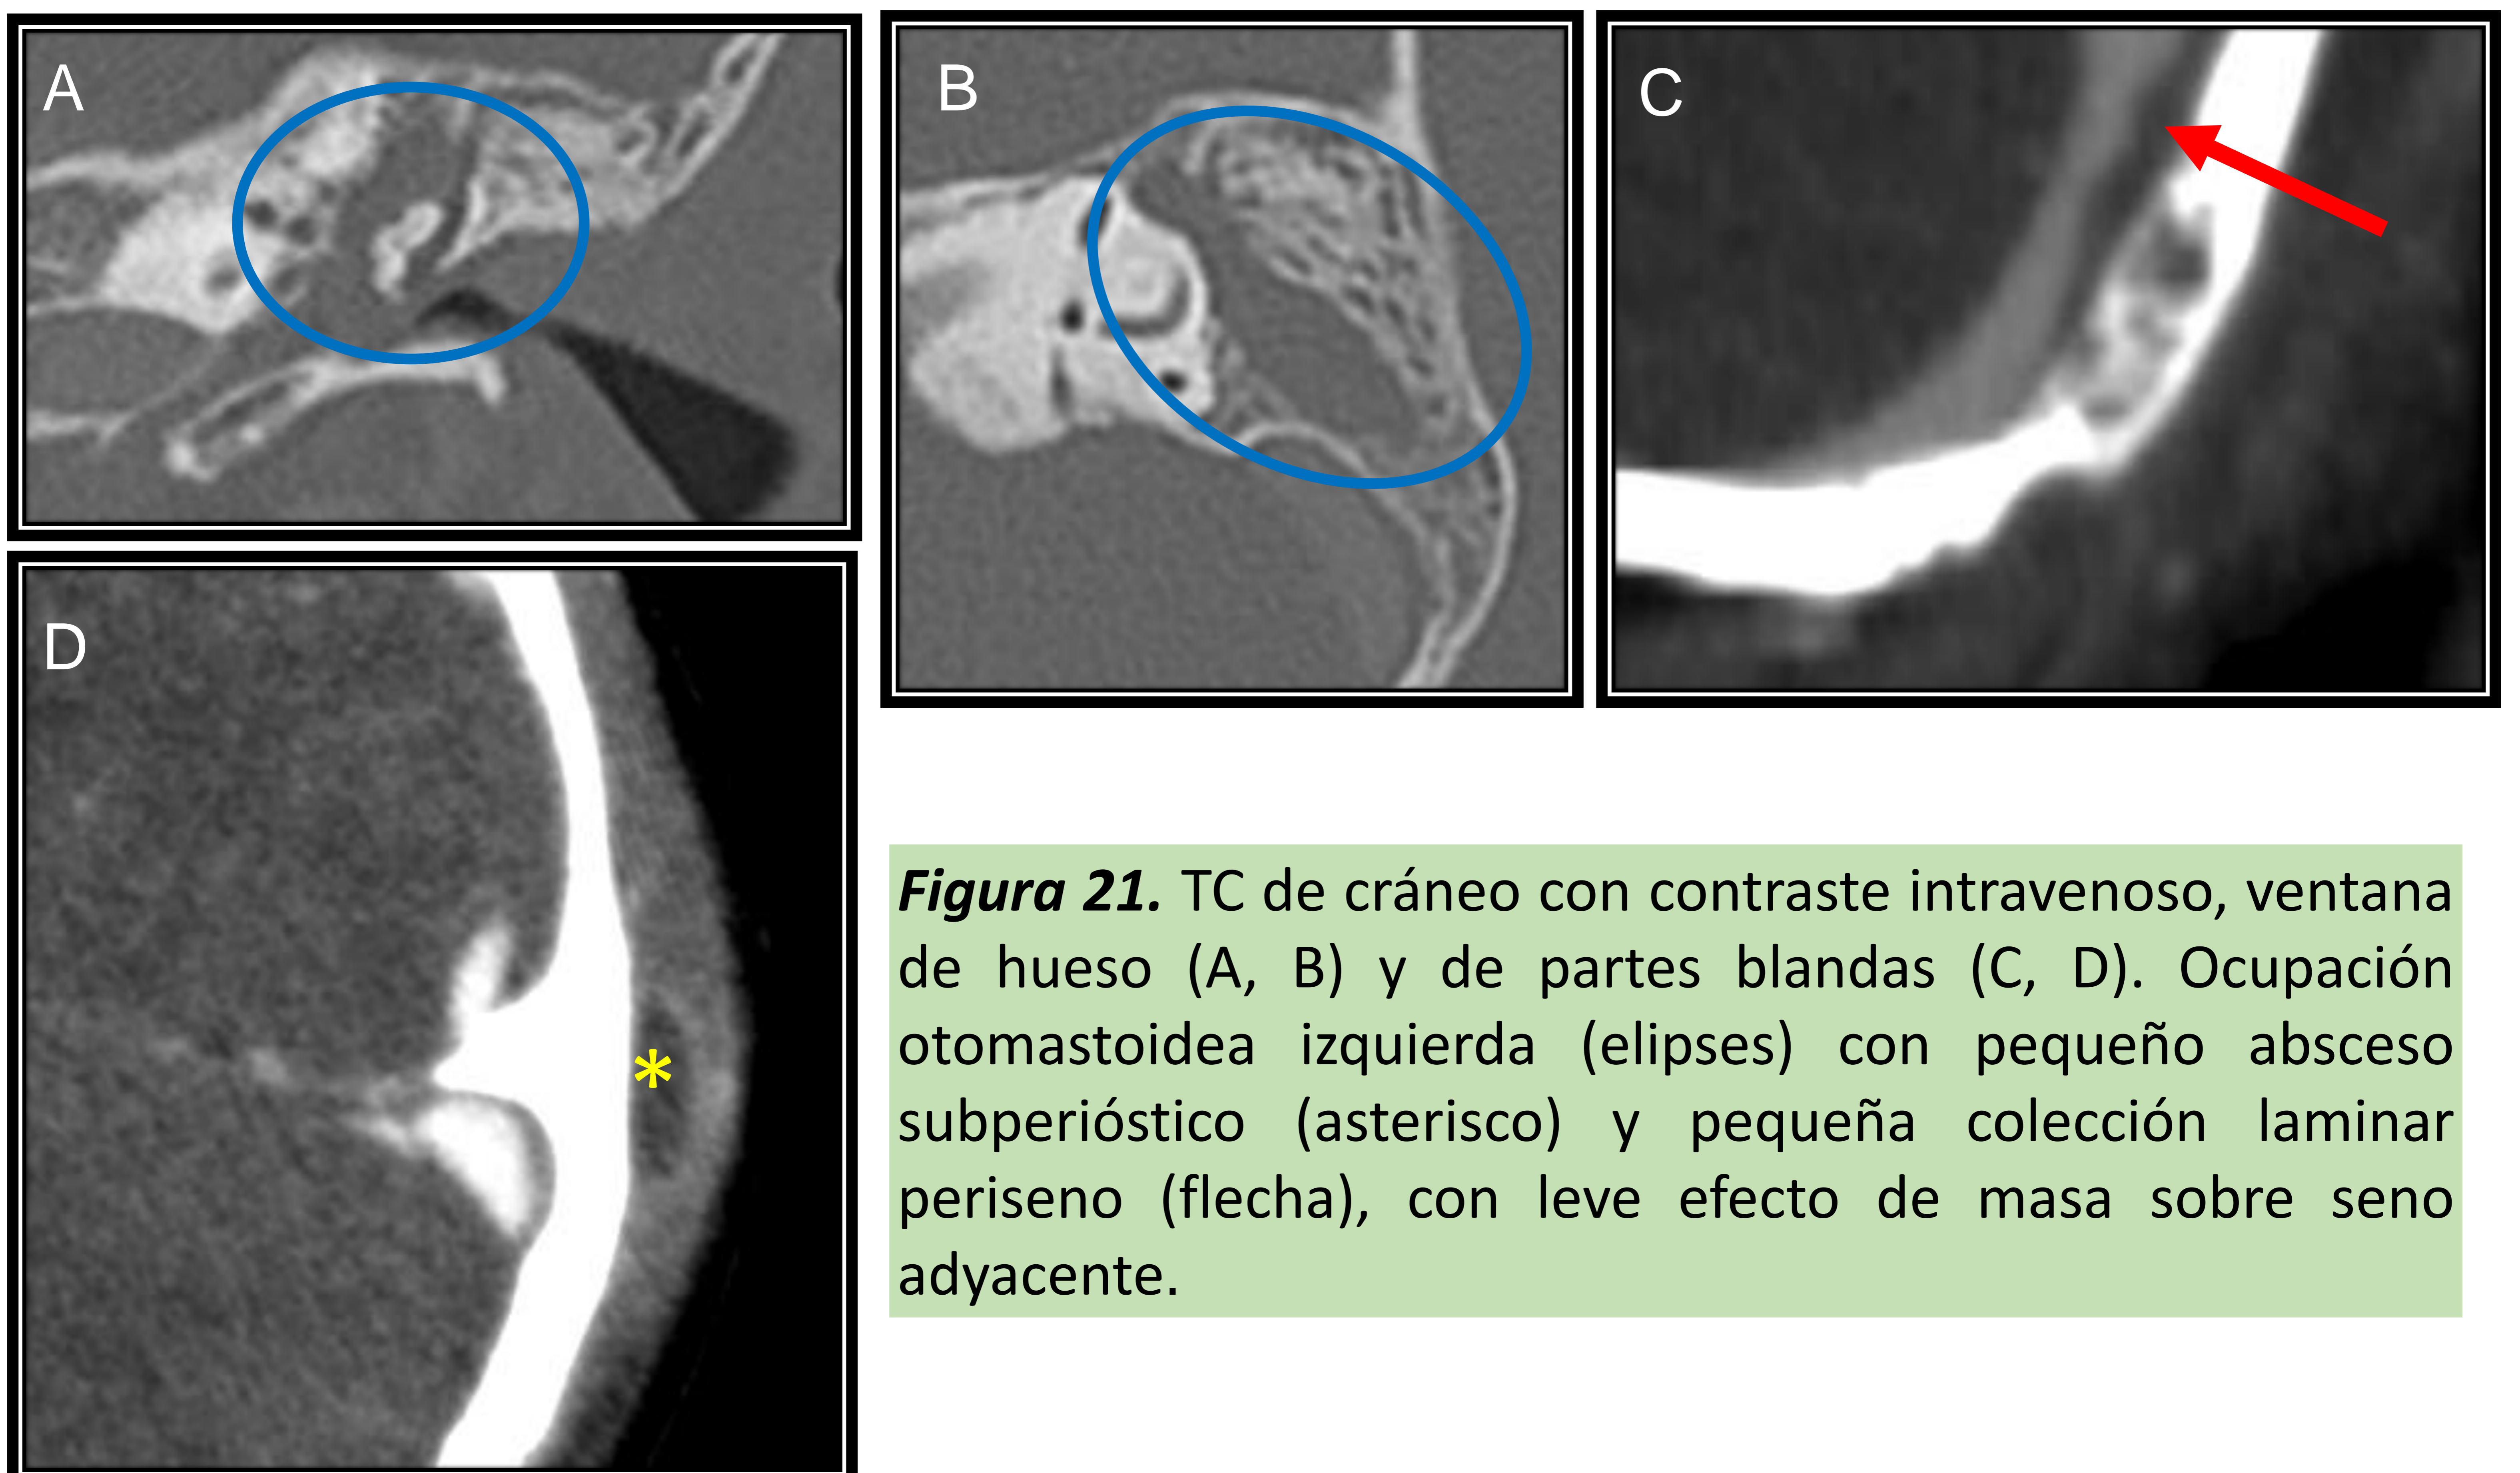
TC de cráneo con contraste intravenoso, ventana de hueso (A, B) y de partes blandas (C, D). Ocupación otomastoidea izquierda (elipses) con pequeño absceso subperióstico (asterisco) y pequeña colección laminar periseno (flecha), con leve efecto de masa sobre seno adyacente.
